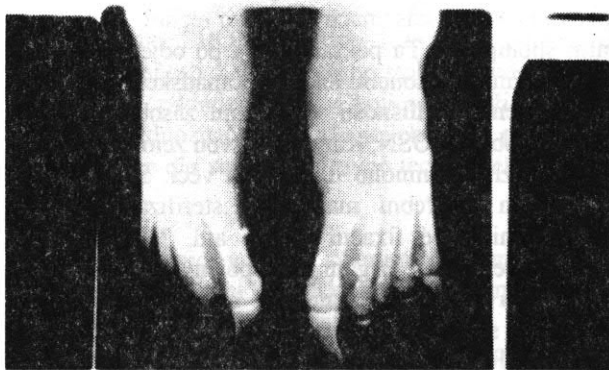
RTG - snímek se zástřely
